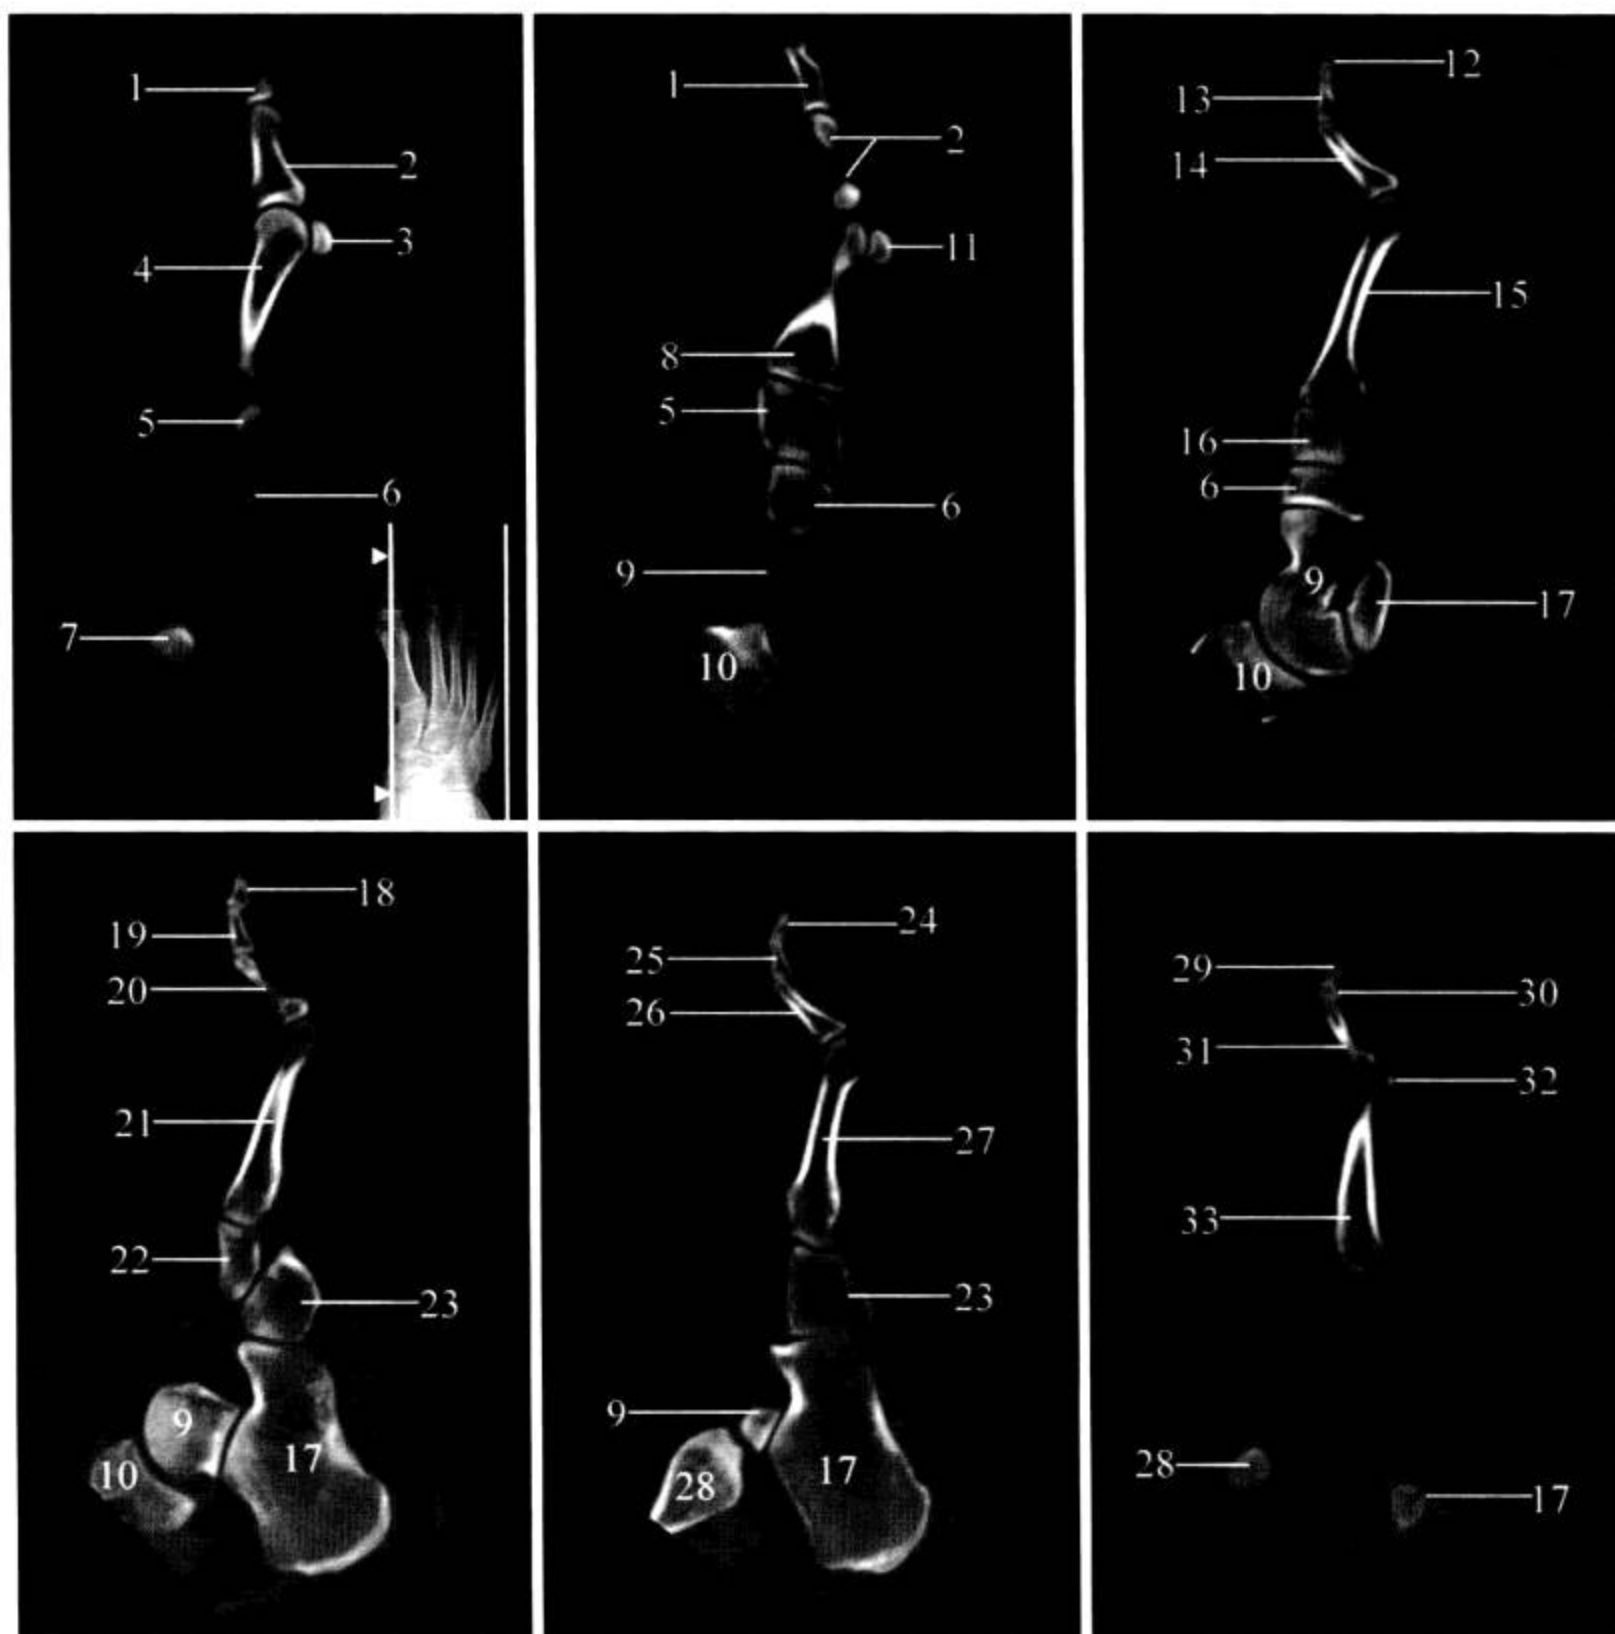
足 CT 矢状面 MPR 重建
